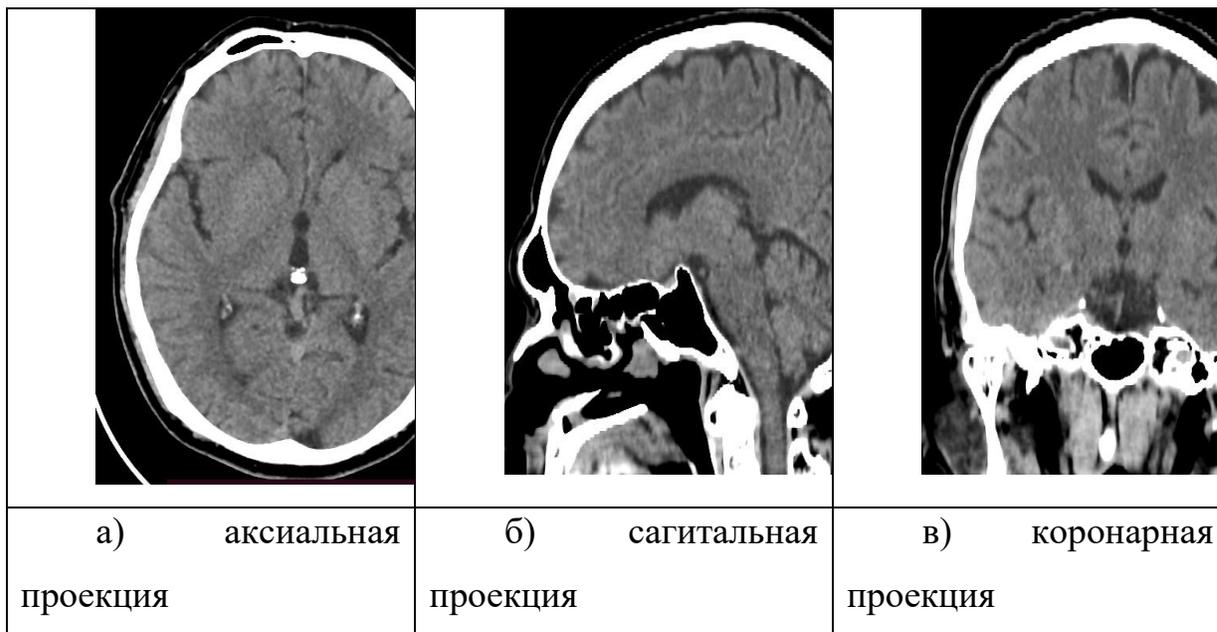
На нативной КТ зон с патологической плотностью не выявлено
